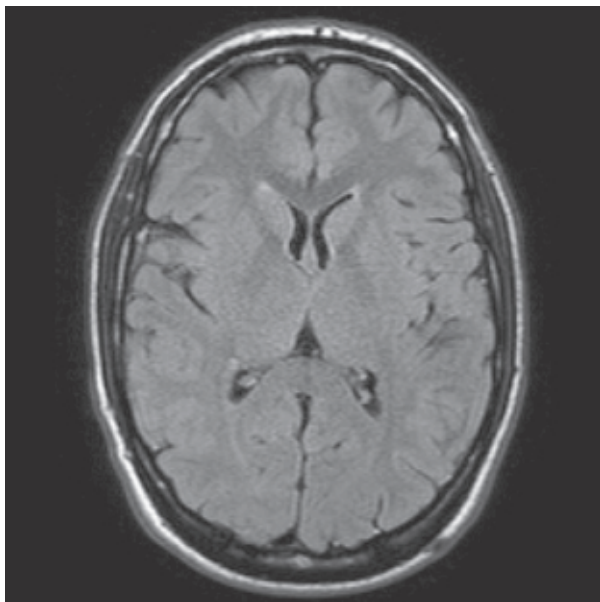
FLAIR изображение головного мозга в аксиальной проекции в наклонной плоскости. Периваскулярные аномалии будут обладать более интенсивным сигналом, чем сигналы от CSF, которые обнуляются при использовании продолжительного T1
